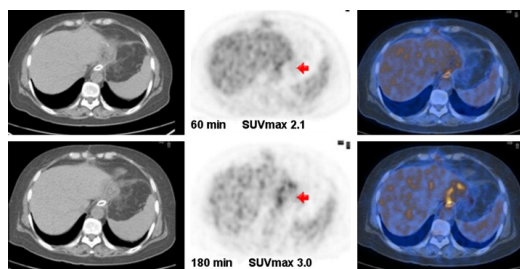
CT (sinistra), FDG-PET (centro) e sovrapposizione (destra) di un paziente di 52 anni con ricorrenza di carcinoma allo stomaco. Era sospettato positivo (SUVmax, 2.1) nell'esame 1 (riga superiore) e confermato positivo (SUVmax, 3.0) nell'esame 2.
